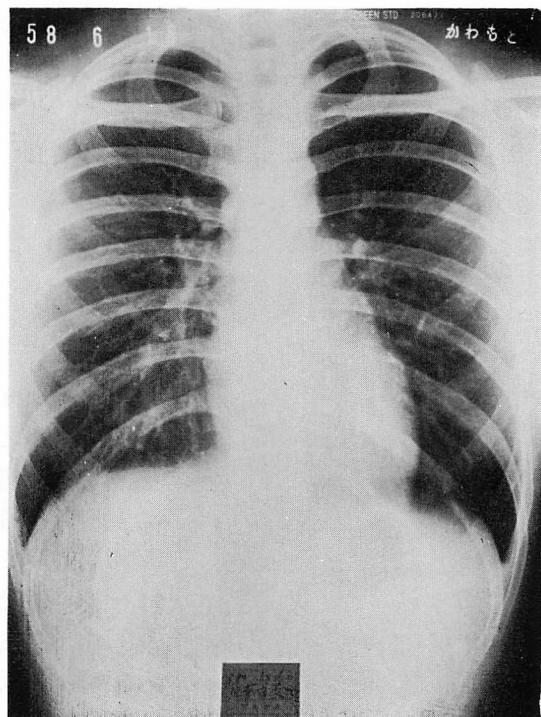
Chest radiograph of the present case.
